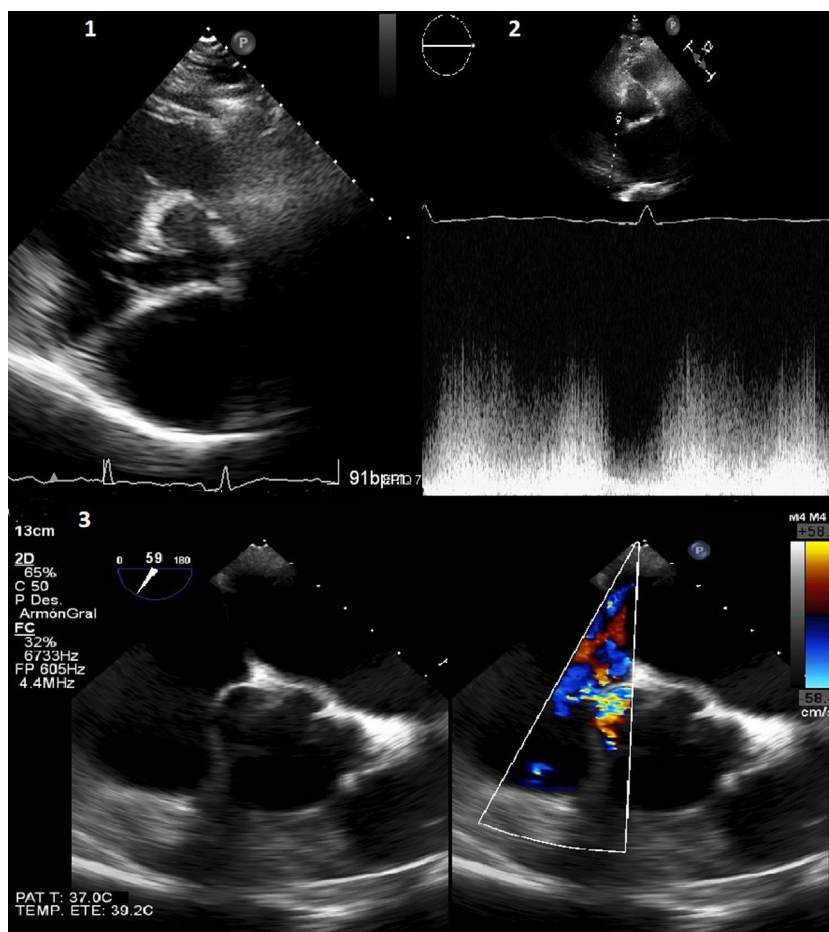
Imágenes del ecocardiograma. 1) Ecocardiografía transtorácica. Plano paraesternal de eje corto. Comunicación de aorta y aurícula derecha (AD) a través de un defecto de bordes desflecados en el seno de Valsalva del velo no coronario. 2) Velocidad del flujo de Doppler espectral continuo a través del orificio. 3) Ecocardiografía transesofágica. Plano de grandes vasos. Visualización de zona aneurismática a nivel del seno de Valsalva no coronario con defecto y flujo turbulento hacia la AD visualizado mediante Doppler-color.
